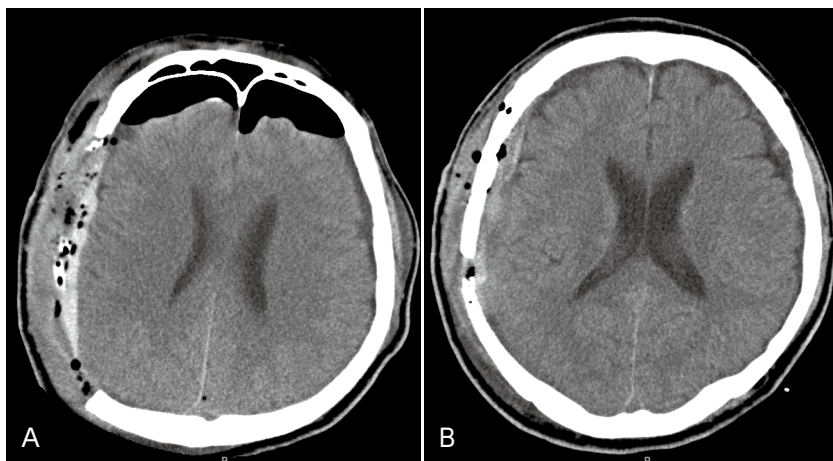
症例 2 単純 CT A: 再手術翌日, B: 慢性期
